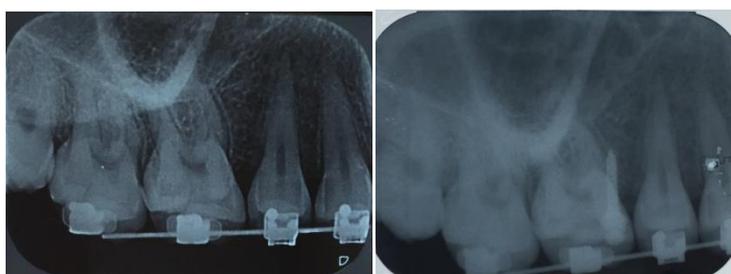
Radiografia periapical da região de instalação dos mini-implantes (25-26).
